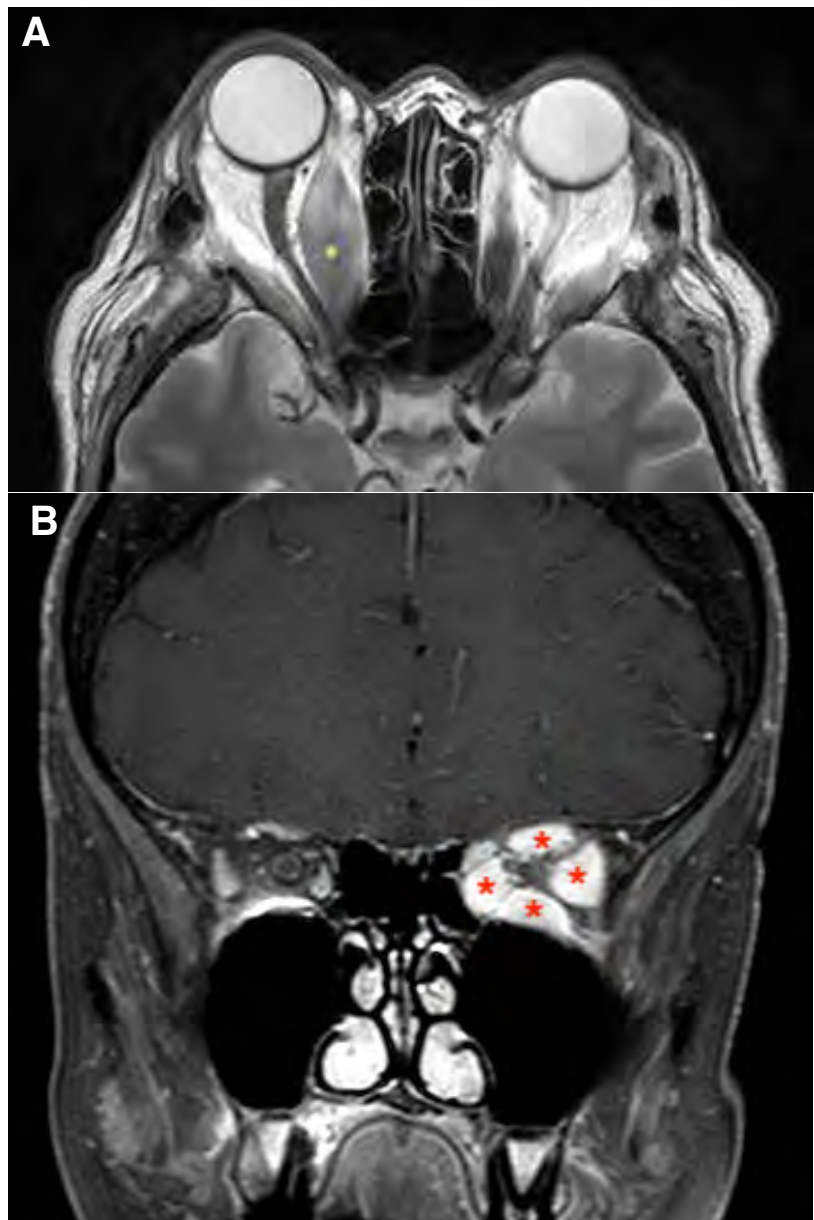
Aspects IRM. (A) T2 axial montrant une hypertrophie majeure du muscle droit médial à droite (*). (B) T1 coronal avec gadolinium montrant l'encombrement de l'apex orbitaire gauche avec une hypertrophie de tous les muscles oculomoteurs (*) réduisant considérablement le défilé du nerf optique entre ces muscles.
